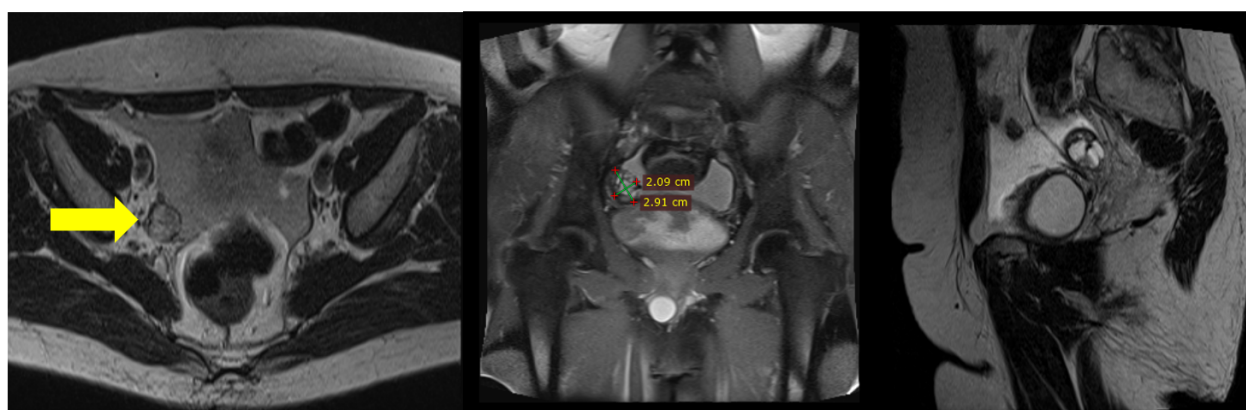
Cortes axial, coronal y sagital de resonancia magnética nuclear con gadolinio. lesión ocupante de espacio de contornos definidos de intensidad de señal heterogénea, tabicada, predominantemente quística, la cual se intensificó con el contraste endovenoso, con diámetros aproximados de 2,91 cm x 2,09 cm nivel de la región pélvica, medial y paramedial derecha.
